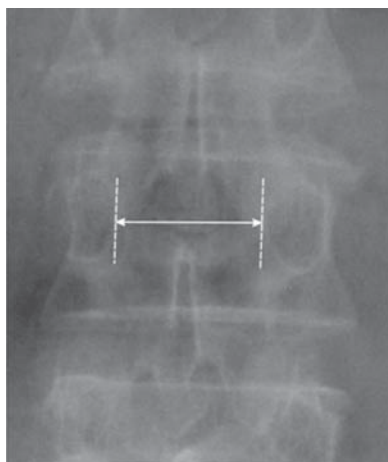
Определение интрапедикулярного (поперечного) размера позвоночного канала по прямой рентгенограмме.
